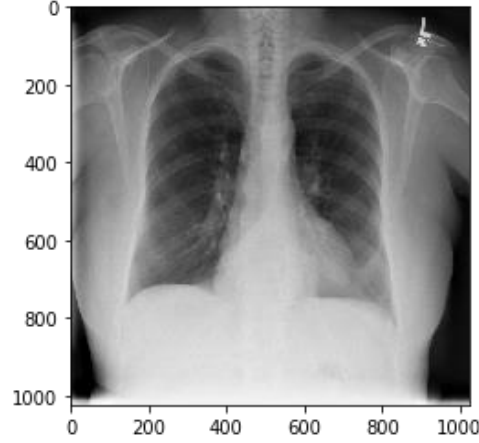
41 Plevral Kalınlaşma Tanısı İçin Röntgen Görüntüsü
